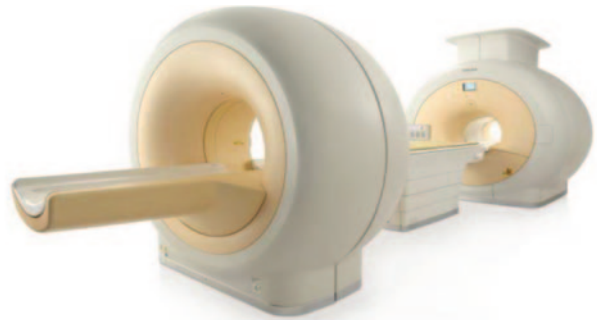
ПЕТ/МРТ Philips Ingenuity TF
